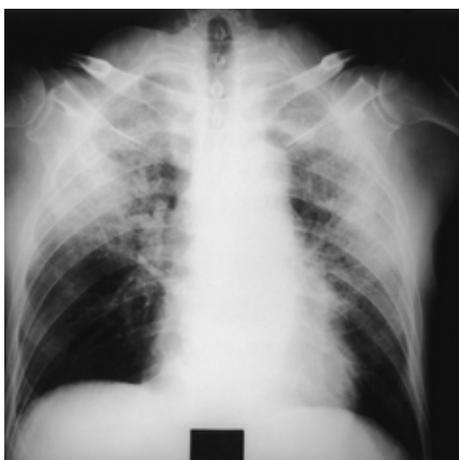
Chest X-ray film on admission, showing infiltrative shadows in the upper fields of both lungs ( Patient 2 )
